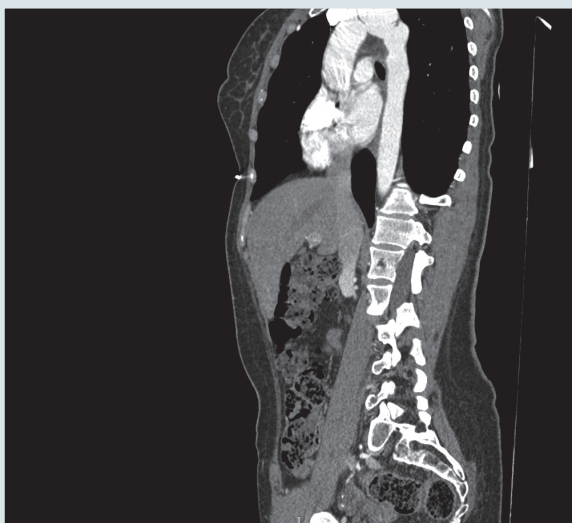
МСКТ-ангіографія до операції. Гіпоплазія дуги аорти діаметр 20 мм; аневризма дуги аорти розміром 36 × 26 мм у сегменті В; аневризма аорти розміром 32 × 25 мм у сегменті А
